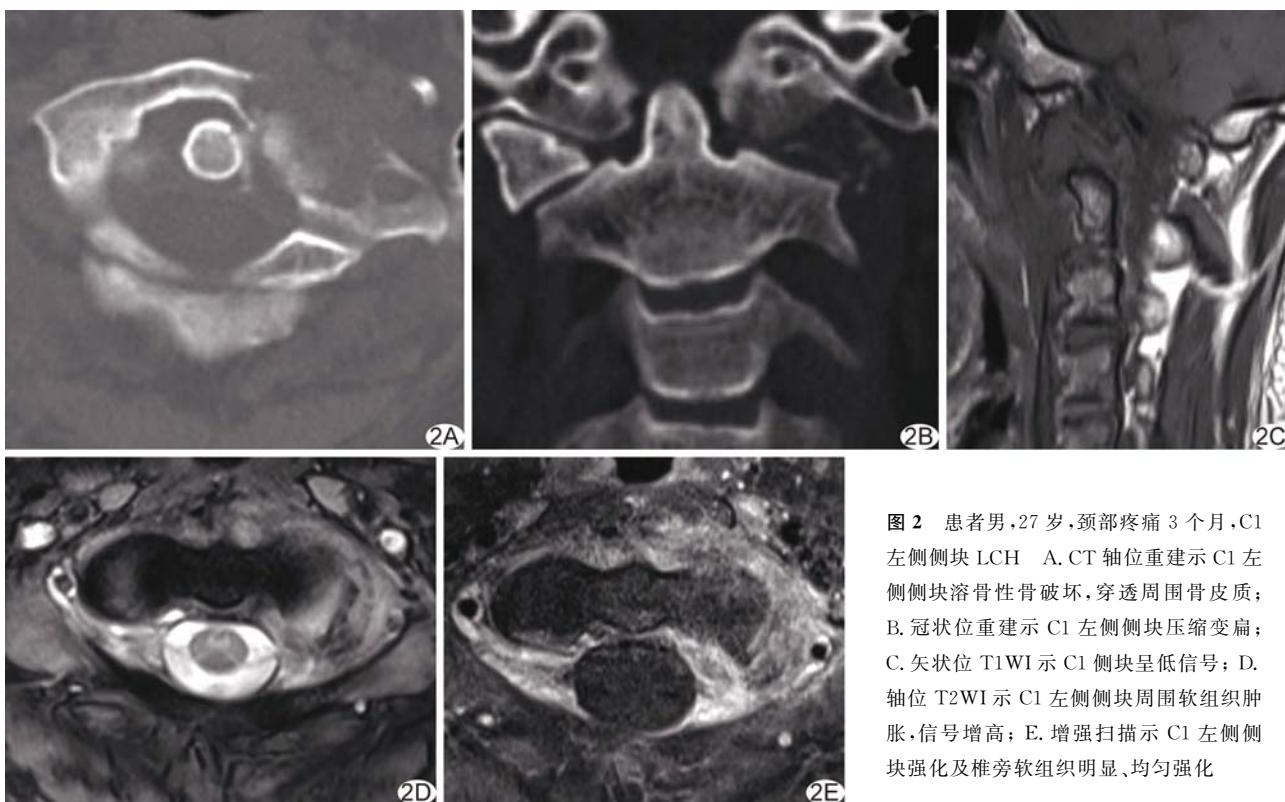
患者男,27 岁,颈部疼痛 3 个月,C1 左侧侧块 LCH A. CT 轴位重建示 C1 左侧侧块溶骨性骨破坏,穿透周围骨皮质;B. 冠状位重建示 C1 左侧侧块压缩变扁;C. 矢状位 T1WI 示 C1 侧块呈低信号;D. 轴位 T2WI 示 C1 左侧侧块周围软组织肿胀,信号增高;E. 增强扫描示 C1 左侧侧块强化及椎旁软组织明显、均匀强化
